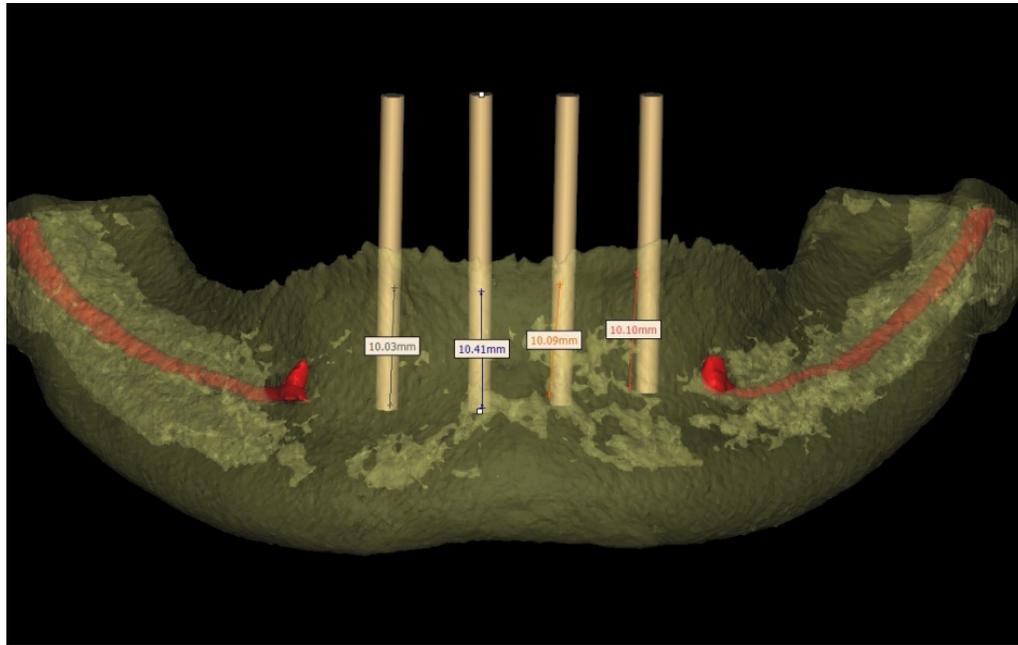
Corte frontal de la TAC en donde se observa el sitio para colocar los mini implantes. Cabe destacar que la configuración de la cresta ósea ya no es tan regular como se observa en la ortopantomografía.
